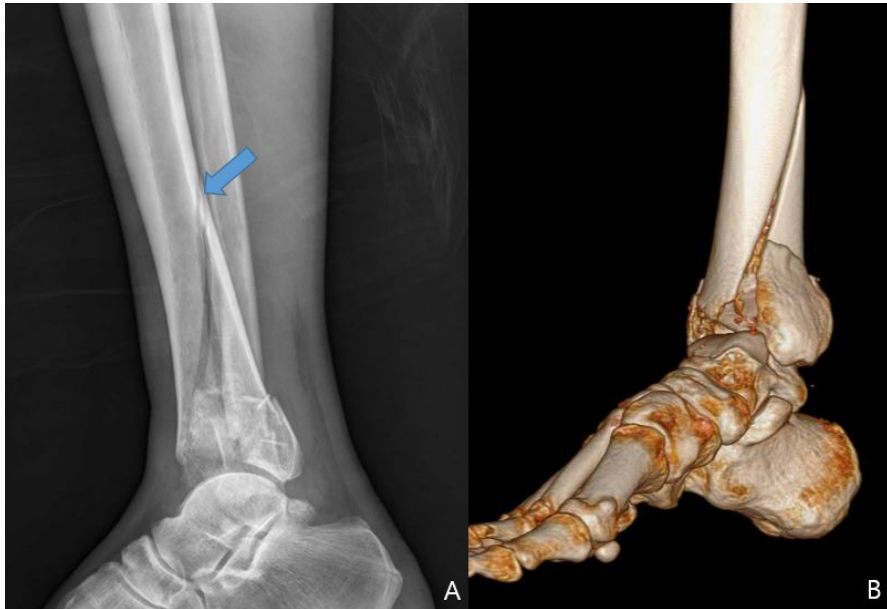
A lateral radiograph (A), computed tomography (B) shows diaphyseal extension in high energy pilon fracture. The posterior fragment has long oblique fracture proximal extension to tibia diaphysis (arrow).
